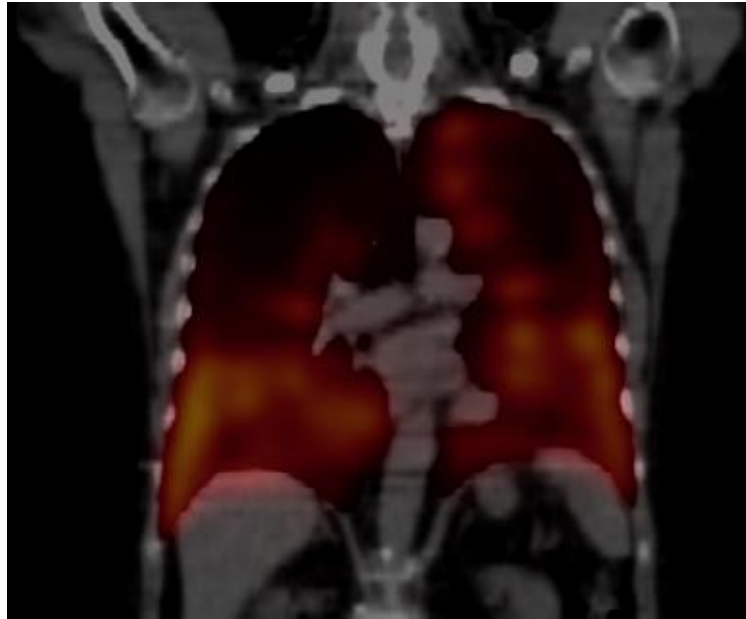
SPECT-Aufnahme einer Lunge. Die Lungendurchblutung wird rot leuchtend dargestellt. Mithilfe einer kombinierten Software-Analyse von SPECT- und CT-Daten könnte die Perfusion für jeden Lungenlappen exakt quantifiziert werden. Mit Dank an die Klinik für Nuklearmedizin der Charité Berlin.
